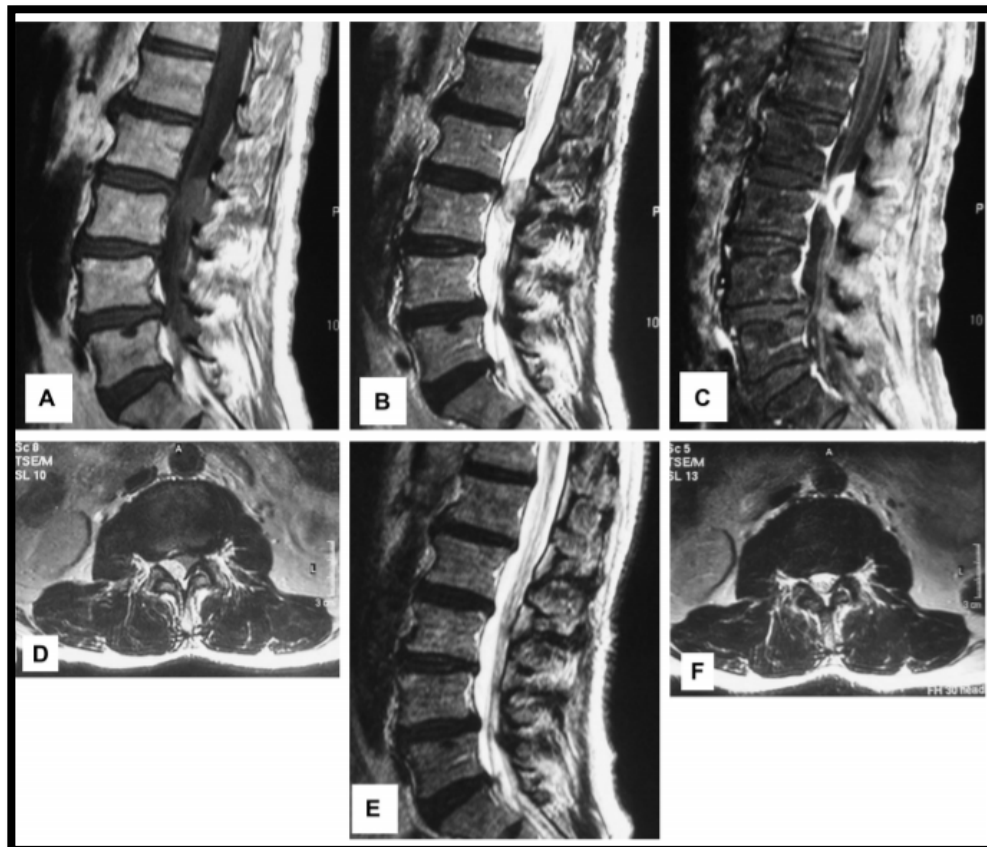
(A, B) L'IRM montre une lésion dans l'espace épidural postérieur à L2–L3 en séquence pondérée T1 et T2. (C, D) Rehaussement annulaire de la lésion après injection du Gadolinium. (E, F) Les fragments de disque lombaire migré au niveau de l'espace péri-dural postérieur ont montré une régression spontanée sur IRM à pondération T2, 2 mois après la première visite. [146A]
